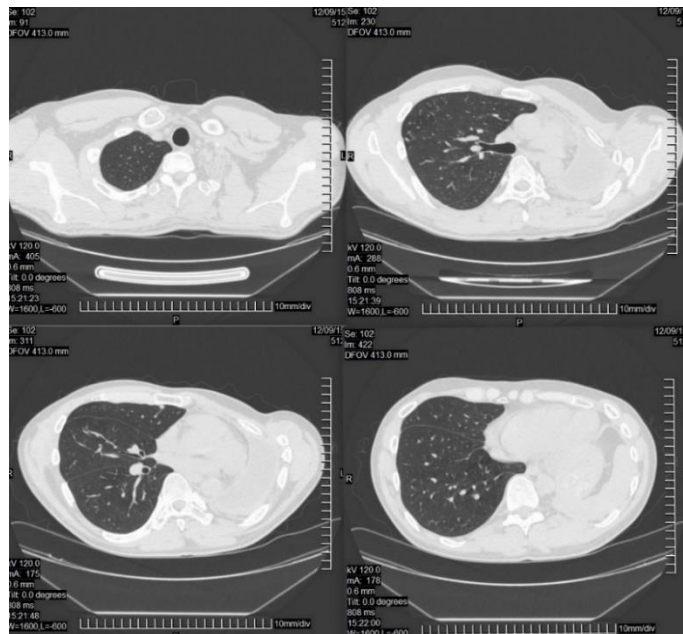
Компьютерная томография органов грудной клетки пациента Д. через 14 месяцев после выписки.
